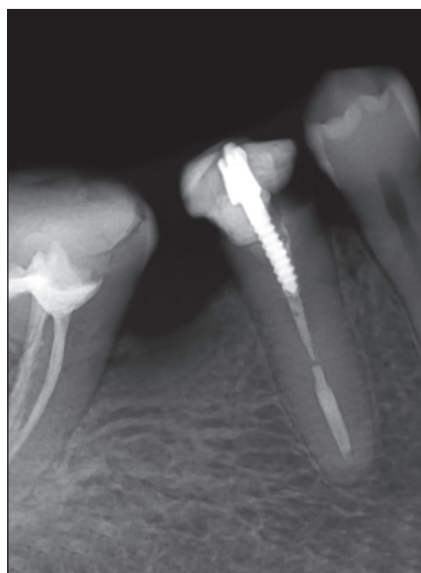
Рентгенограмма зуба 4.5 до лечения
